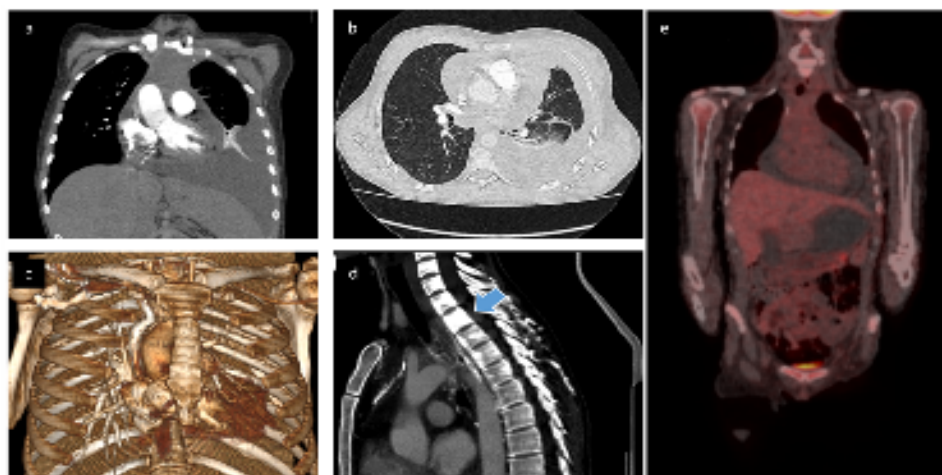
a, b, c. Tomografía contrastada de tórax. Corte coronal, axial y reconstrucción tridimensional: Hipodensidad de bordes mal definidos desde el opérculo torácico al mediastino, la cual engloba las estructuras vasculares, de difícil caracterización por derrame pericárdico. Abundante líquido pleural de aspecto libre en el hemitórax izquierdo que genera atelectasia del parénquima pulmonar.
